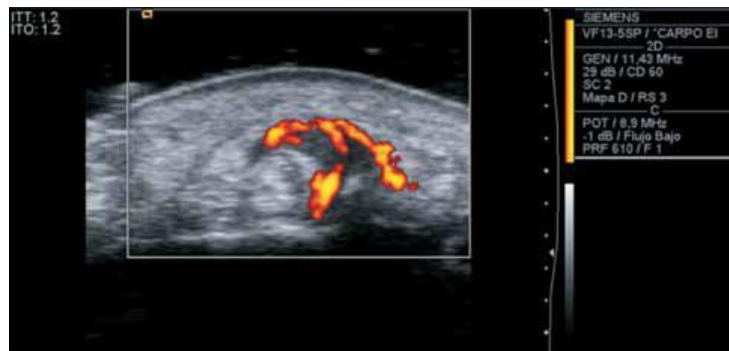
Ultrasonido Doppler de poder. Proyección transversal del segundo compartimento dorsal de la mano (tendones: extensor corto y largo del carpo) en donde se observa señal Doppler de poder en la vaina de los tendones.
